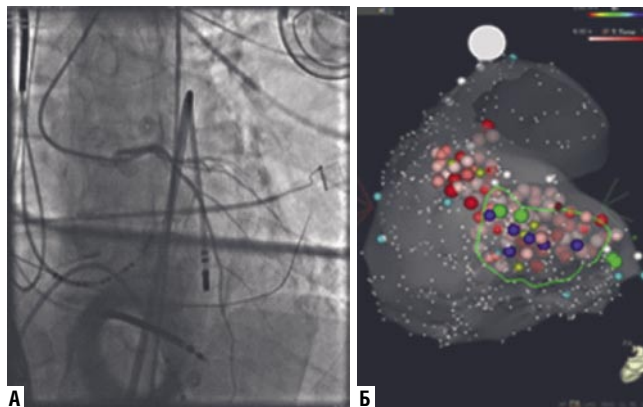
Этап эпикардиальной РЧ левожелудочковой тахикардии. А — рентгенограмма положения лечебного и диагностического катетеров. Б — трехмерная модель ЛЖ с отмеченными точками проекциями РЧ воздействий со стороны эпикарда ЛЖ.
